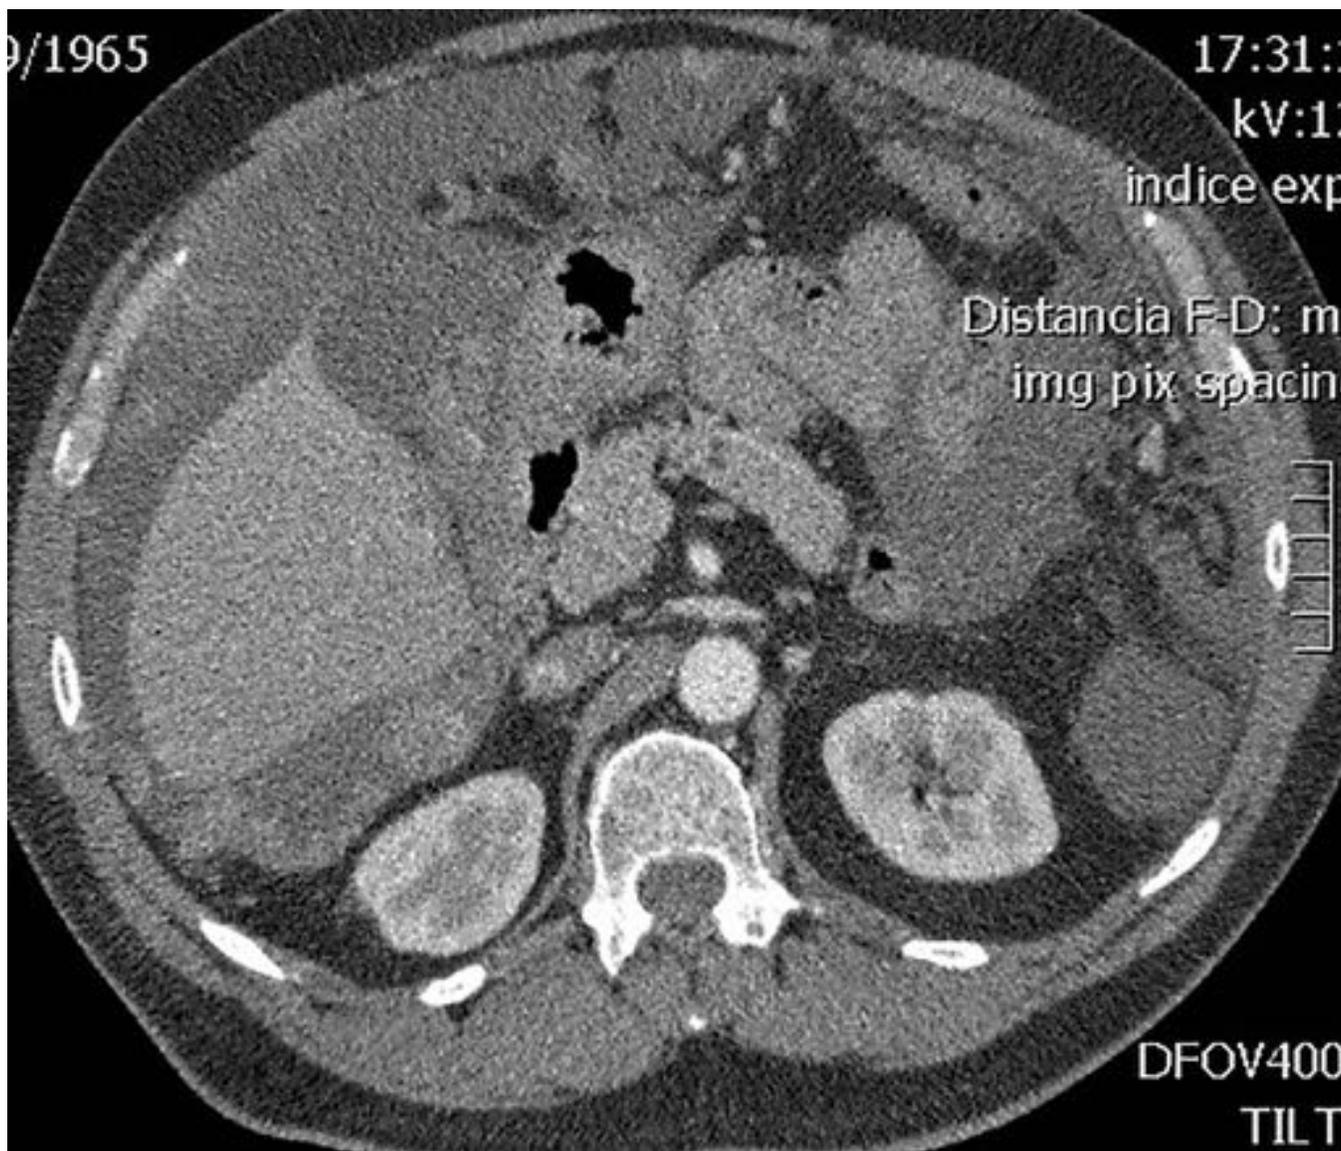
TC donde se observa una carcinomatosis peritoneal con afectación del duodeno.
